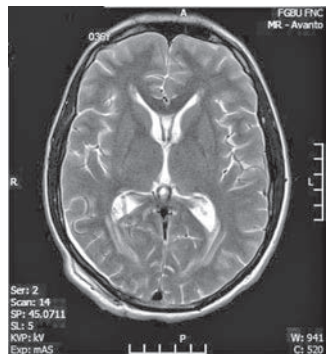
МРТ головного мозга, T2-взвешенное изображение. Первые сутки после вентрикулоперитонеального шунтирования справа.
